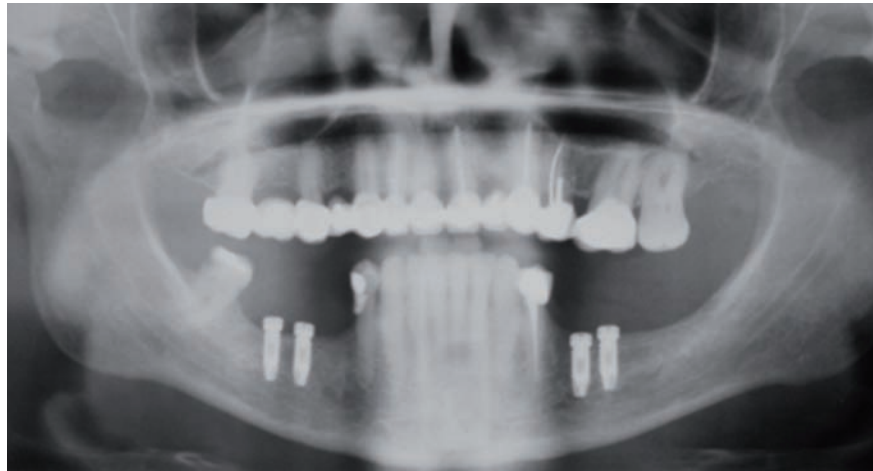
Ortopantomografía postoperatoria
